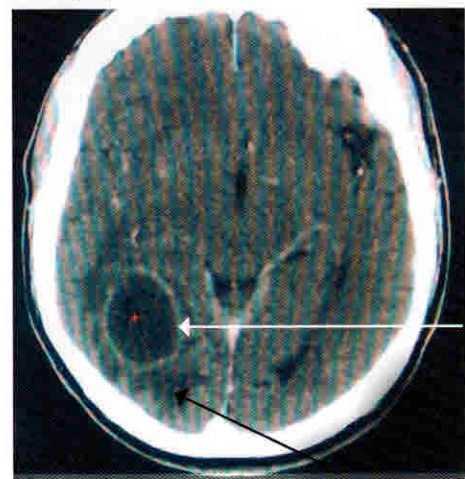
КТ головного мозга с контрастированием. Внутри мозговой абсцесс правой затылочной доли (белая стрелка), зона перифокального отека (черная стрелка)
